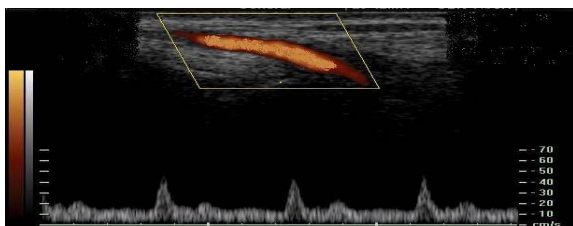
(originea arterei radiale – imagine Doppler)
